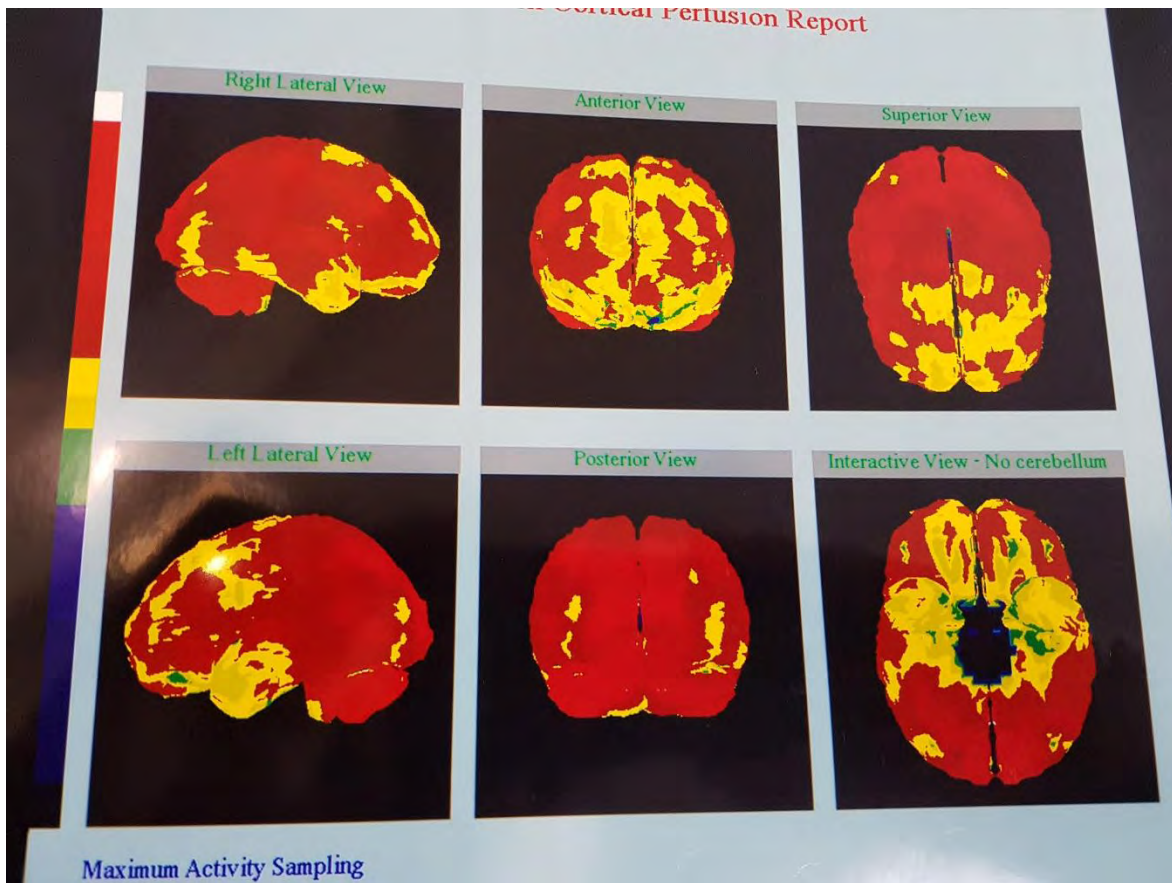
SPECT (FLUJO SANGUÍNEO ARTERIAL)
